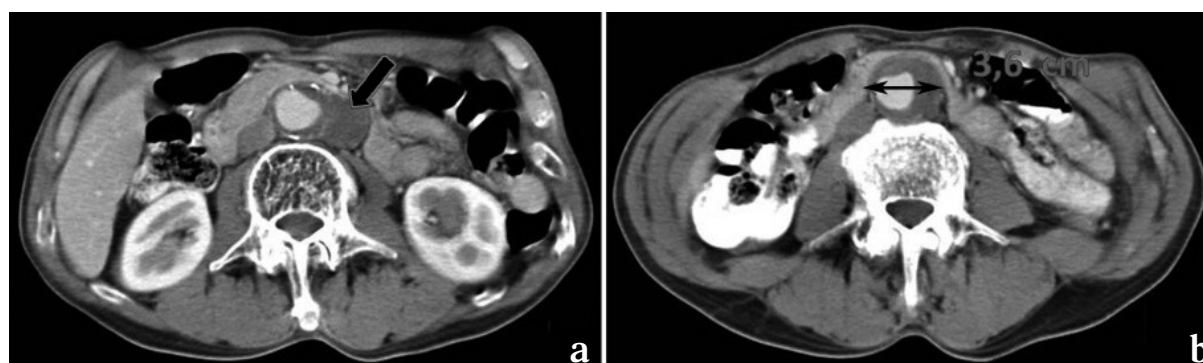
Angiotomografía computarizada abdominopélvica: a) aneurisma aórtico sacular en la pared lateral izquierda de la aorta (flecha); b) aneurisma aórtico infrarrenal fusiforme con diámetro máximo de 3,6 cm.
